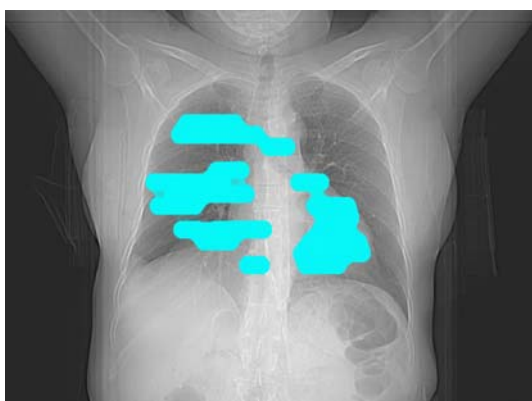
Regiões com enfisemas delimitadas na imagem do topograma do exame de TAC.
